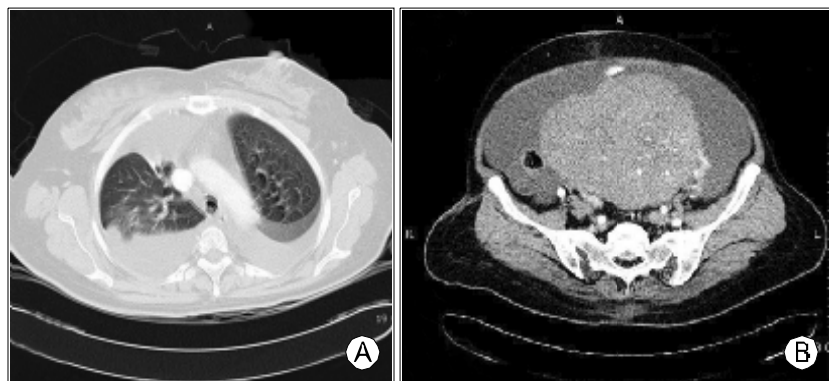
(A) Bilateral pleural effusion with compressive atelectasis of both lung. No evidence of lung metastasis. (B) On the contrast-enhanced abdominal CT scan shows a 17.6 cm sized, ovoid solid mass with homogeneous enhancement at the Lt adnexa. The feature is lobulated calcified enhancing mass. Rt hydrosalpinx also has seen.
